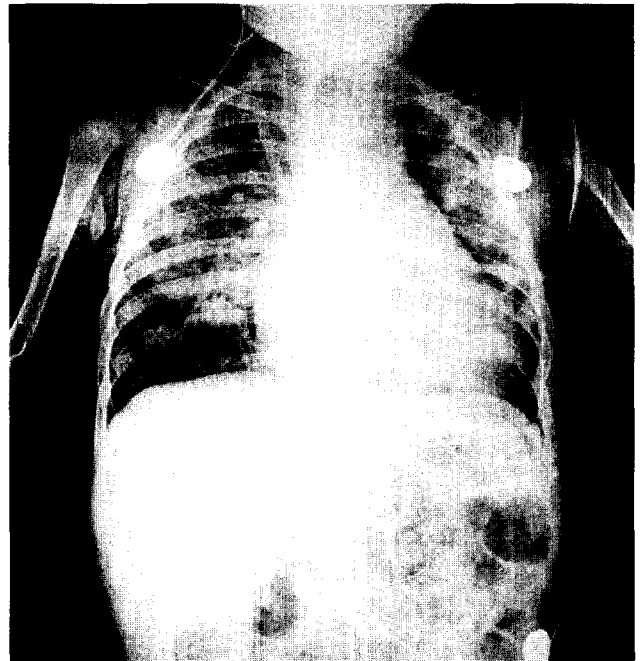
Chest X-ray after the second operation.
